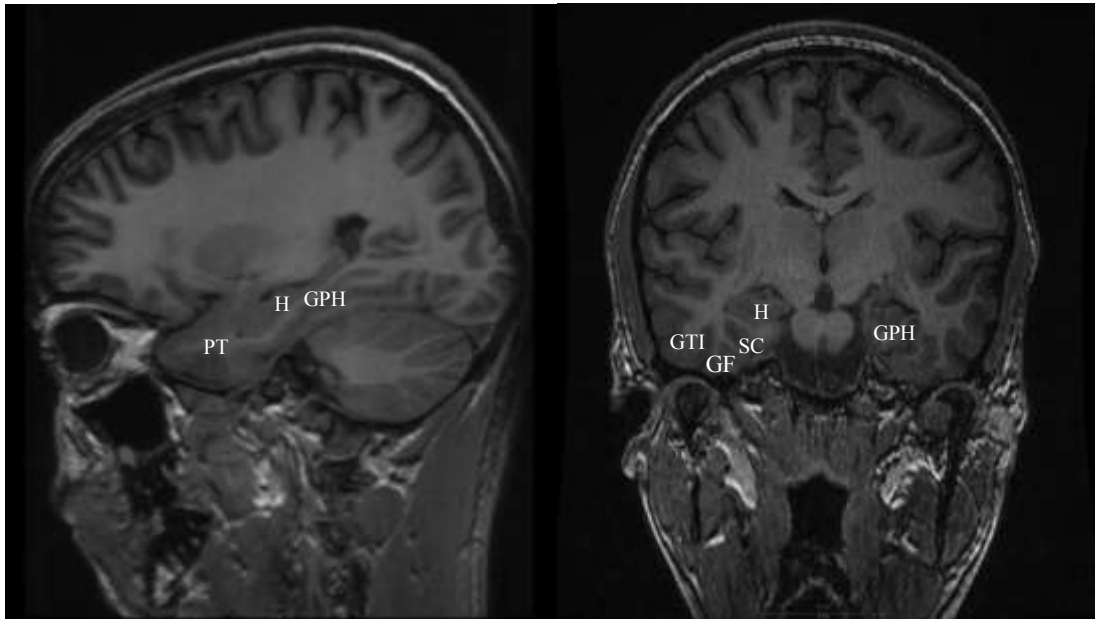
Bref rappel anatomique : coupes d'IRM cérébrale (Service de Neuroradiologie du CHU de Nancy) séquence T1. A gauche, coupe sagittale ; à droite, coupe coronale. GPH : gyrus parahippocampique, H : hippocampe, PT : pôle temporal, GTI : gyrus temporal inférieur, GF : gyrus fusiforme, SC : sillon collatéral.
